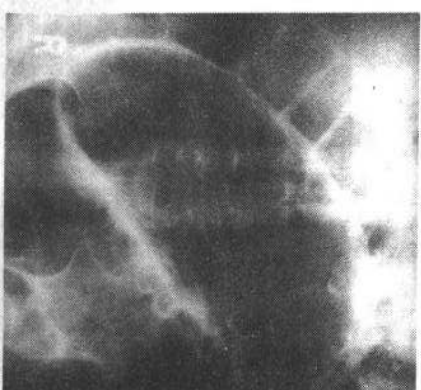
扩张的大肠肠襻两个相邻的肠壁形成浓密的白线,X线表现为“咖啡豆”症,提示为肠扭转。通常扭转的肠管其长轴指向右下腹为盲肠扭转;指向左下腹为乙状结肠扭转。然而这个病人乙状结肠在充气的横结肠(由于乙状结肠扭转所致)衬托下显示是扩张的
